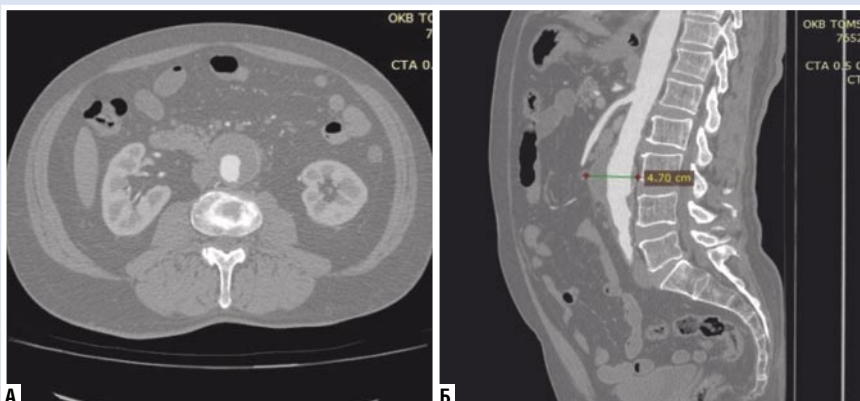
МСКТ-ангиография брюшного отдела аорты до оперативного вмешательства в аксиальной (А) и сагиттальной (Б) проекциях.
